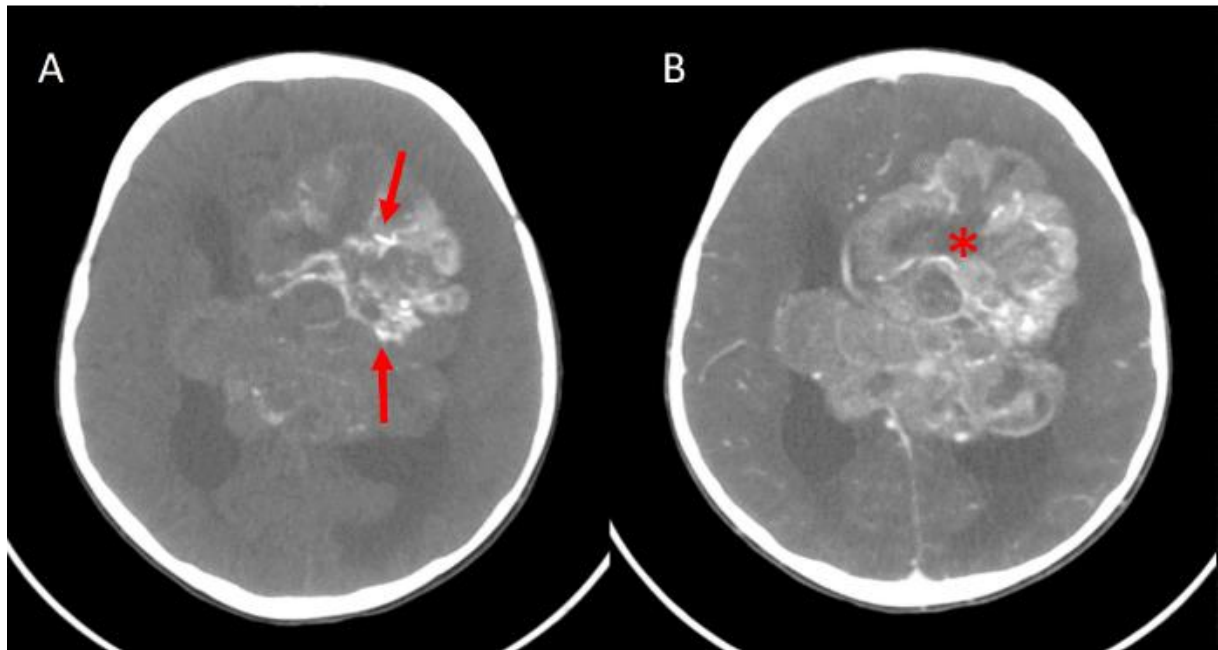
A. TDM axiale sans contraste montrant une volumineuse masse hétérogène périventriculaire fronto-pariétale gauche avec calcifications centripètes (flèches rouges). B. TDM axiale avec contraste objectivant un rehaussement hétérogène de la lésion, associée à une zone nécrotique centrale(33)
